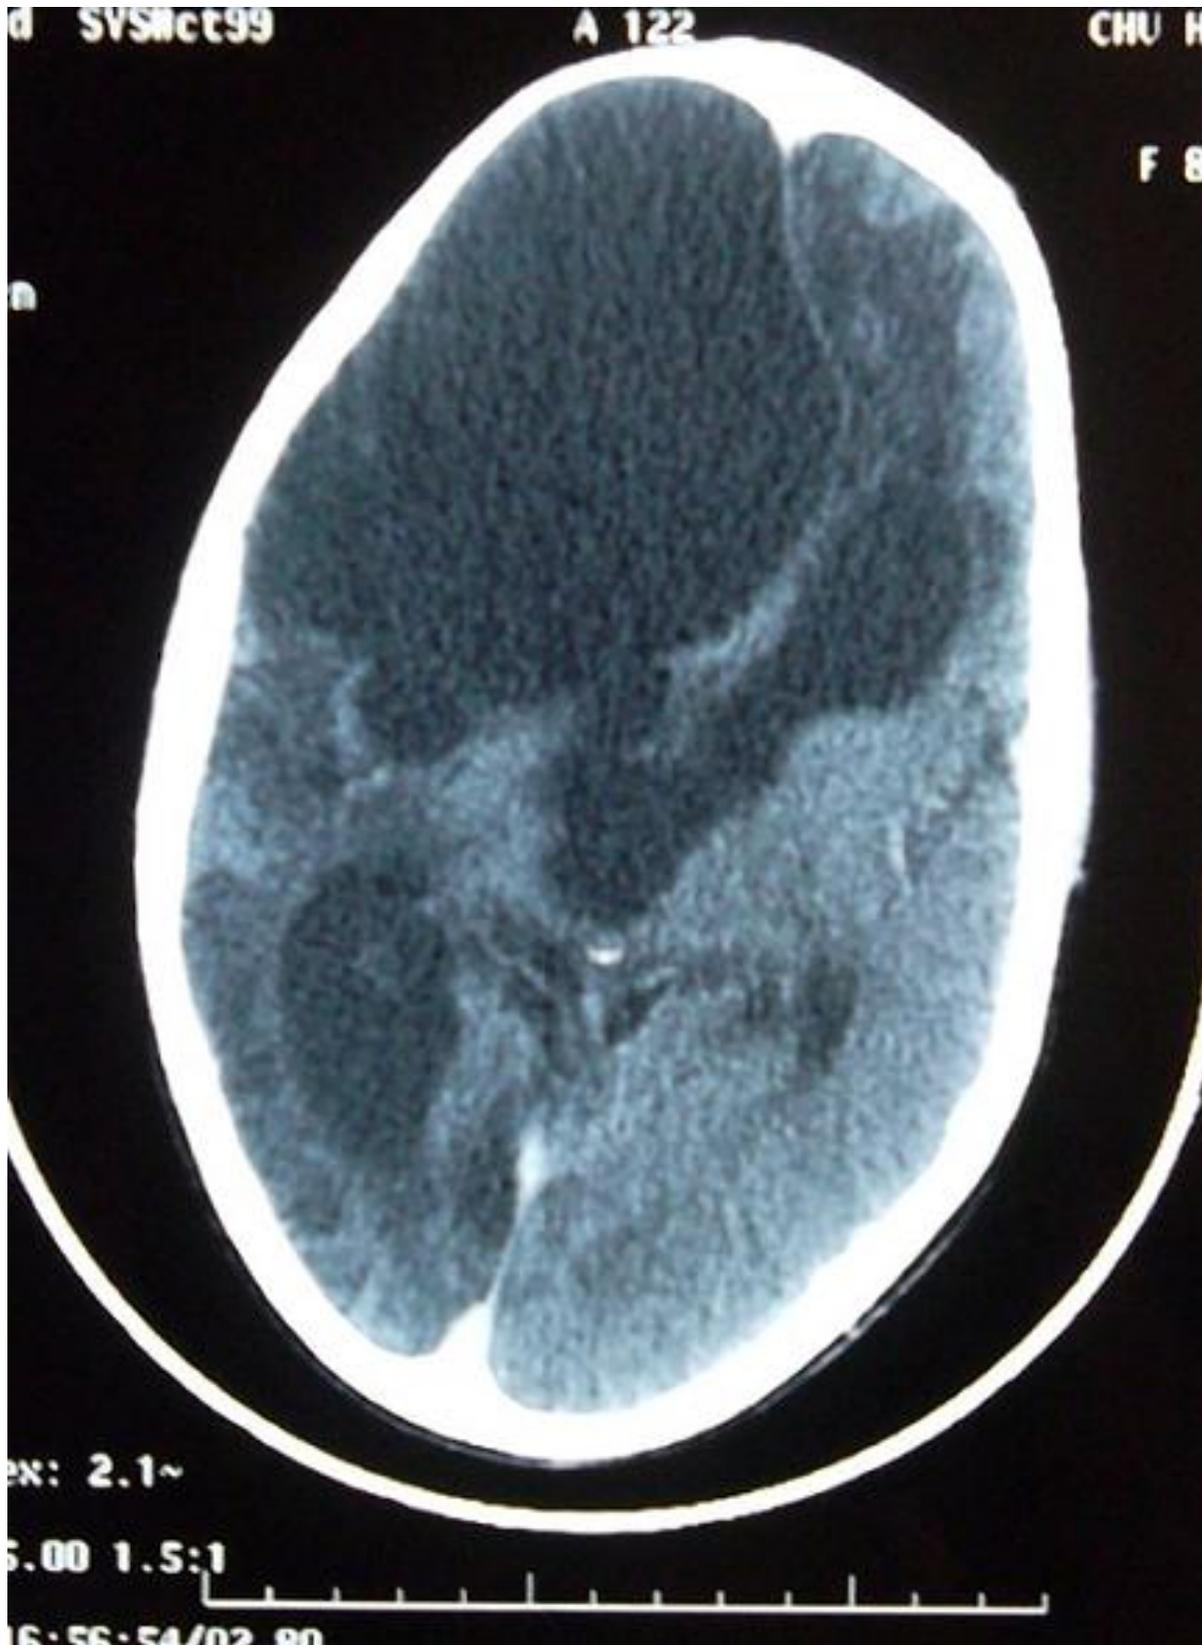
TDM cérébrale post opératoire montrant une cavité résiduelle
